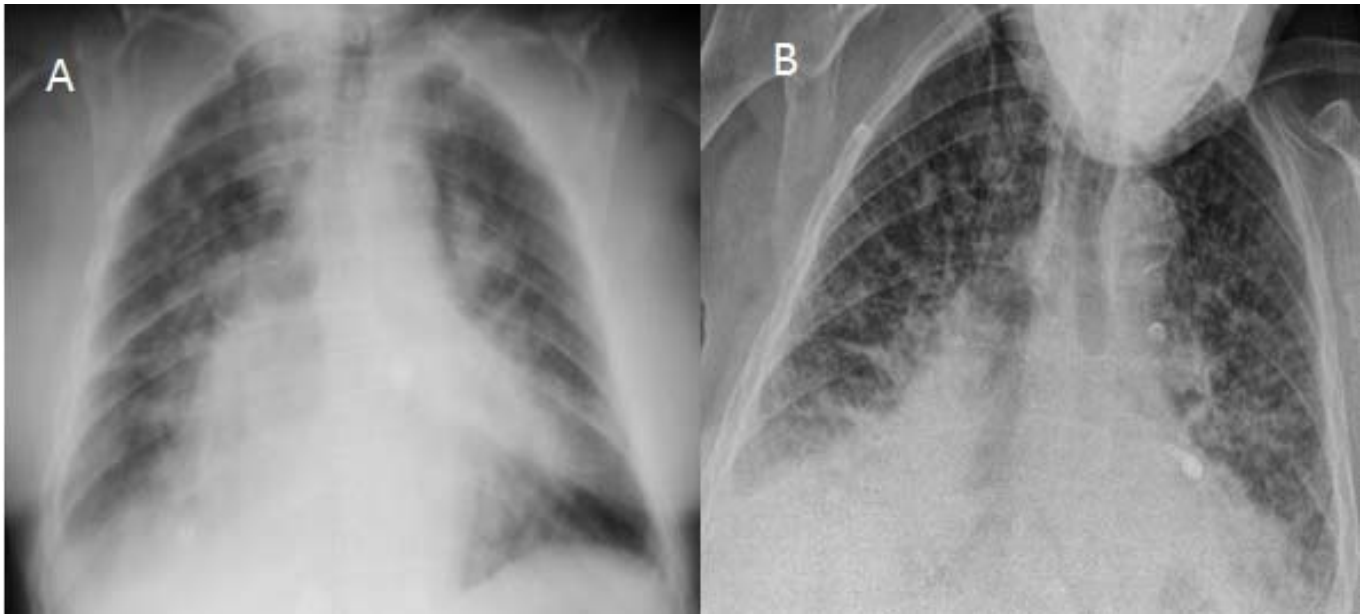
A: Chest radiography shows cardiomegaly and alveolar edema in the upper lobes. B: Chest radiography of patients after the diuretic treatment.
